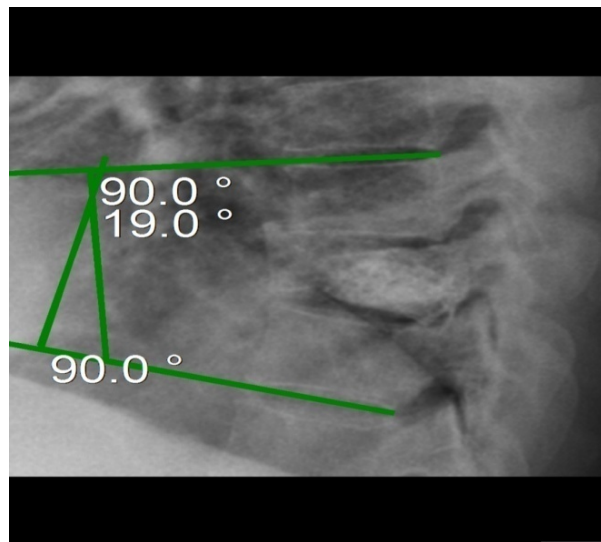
Розрахунок кута Кобба на прямій рентгенограмі.
